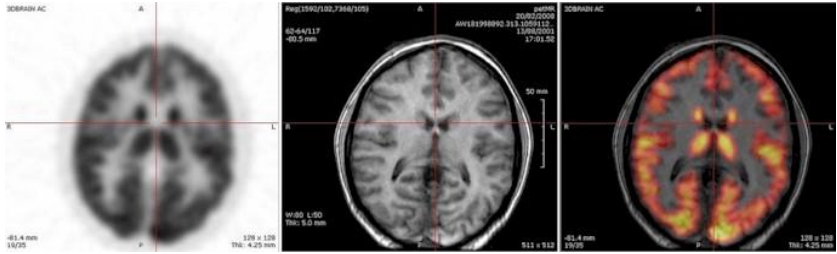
Pictures of various tomograms. From left to right, PET, MRI and PET-MRI images [6]
